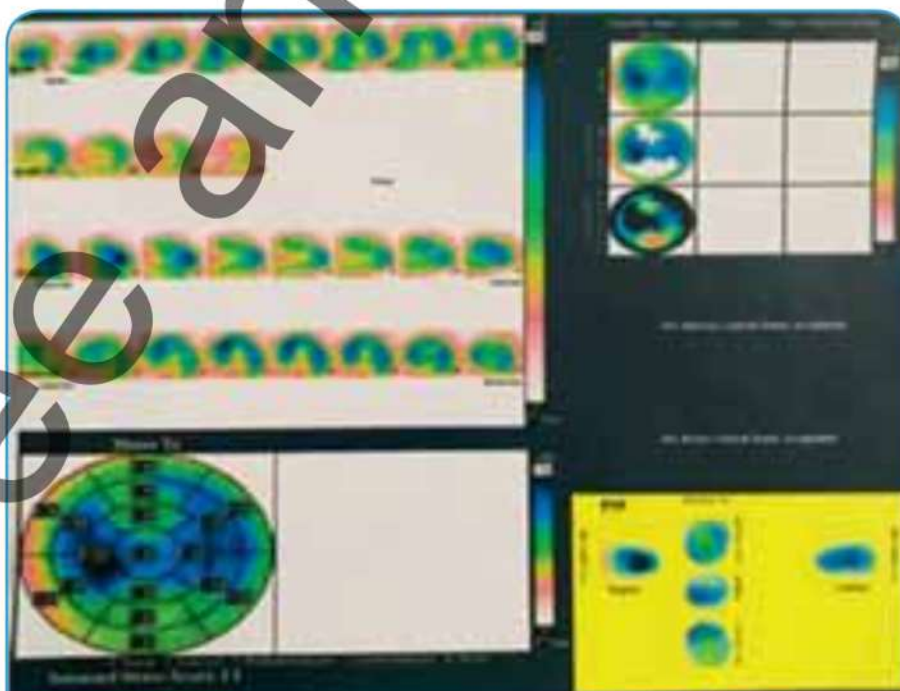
Сцинтиграфия миокарда при ишемии (дефекты перфузии)
